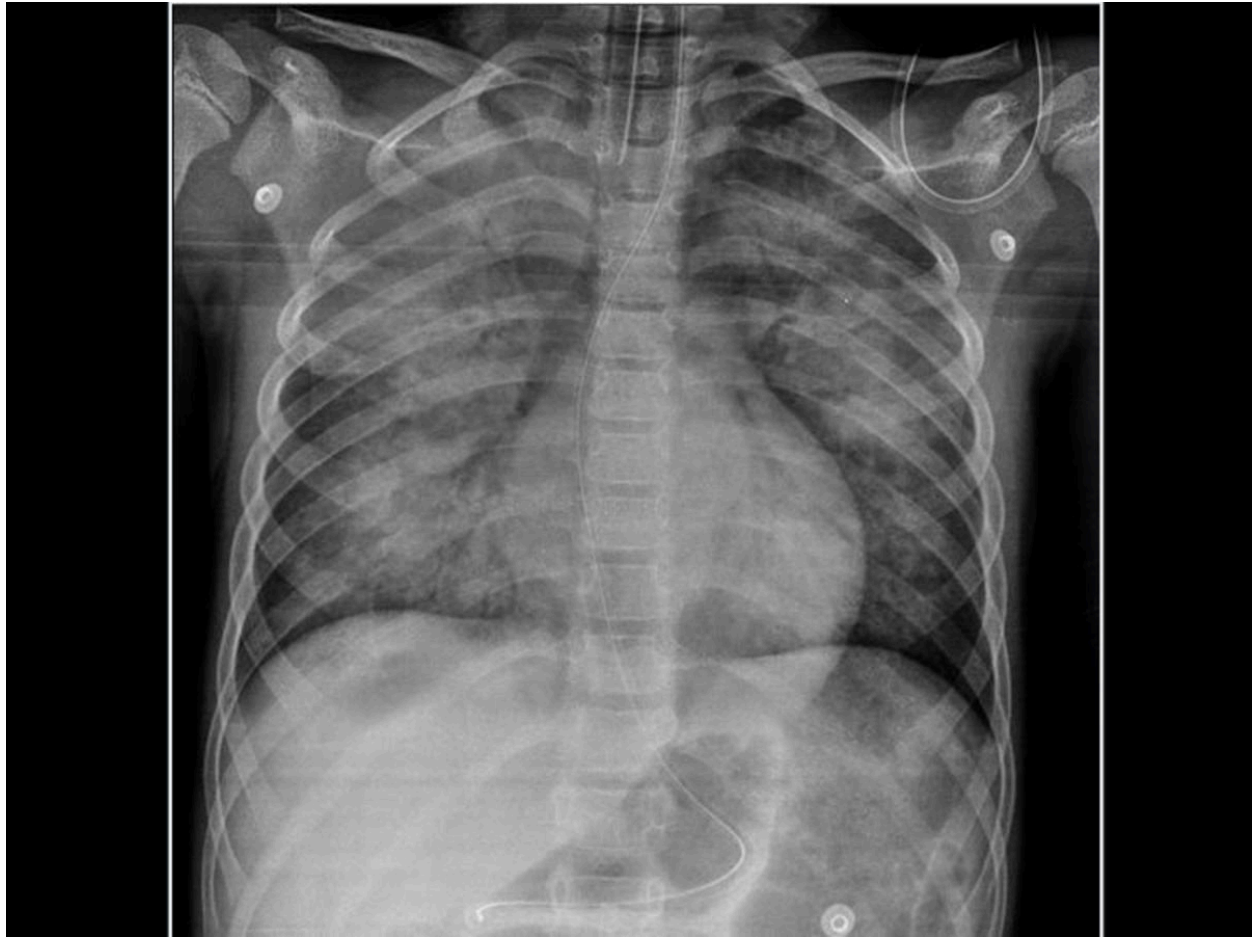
Rx de tórax: Extensas áreas de consolidación alveolar bilateral. A este paciente también se le realizó TC craneal, donde se evidenció signos de encefalopatía hipóxico-isquémica global y posteriormente el paciente desarrollo parálisis cerebral.
